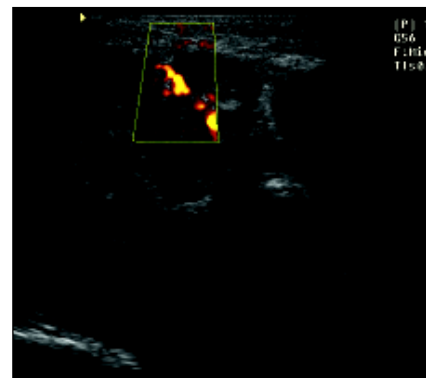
Ultra-sonografia linear com corte longitudinal do lobo direito tireoidiano.
